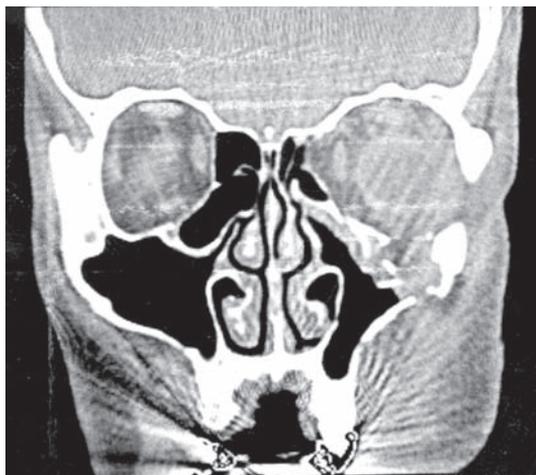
Компьютерная томограмма глазниц. Определяется вдавленный перелом внутренней стенки и мелкооскольчатый перелом нижней стенки левой глазницы с частичным смещением костных фрагментов и мягких тканей глазницы в полость верхнечелюстной пазухи.
